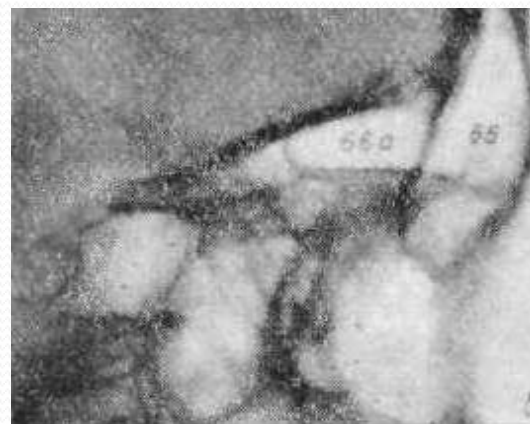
Фрагменты рентгенограмм черепа в прямой передней (а) и боковой (б) проекциях. бб— лобная пазуха; бба — надглазничный карман.
